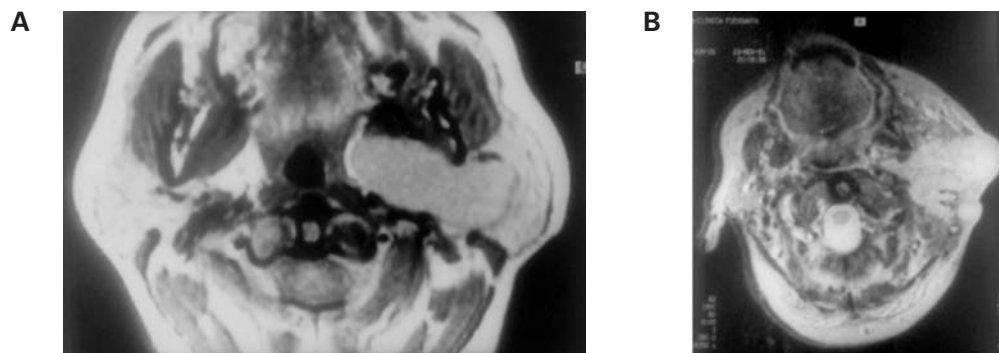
RM que muestra un tumor benigno (adenoma pleomorfo) del lóbulo interno de la glándula parótida que produce un gran desplazamiento medial del espacio parafaríngeo (A). Compárese con el carácter invasor de un tumor maligno (B). (Cortesía de la Dra. G. Saucedo.)
